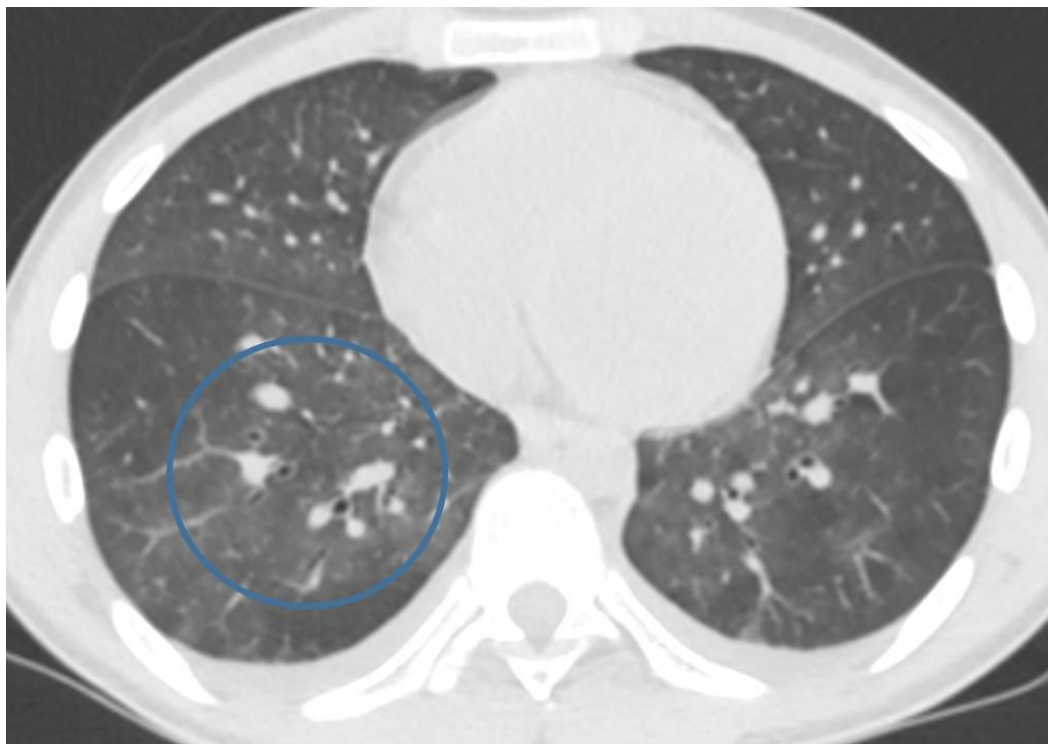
КТ груди, аксиальный срез. Больной вирусной пневмонией, в легких выявляется диффузное уплотнение паренхимы по типу «матового стекла» (окружность)
